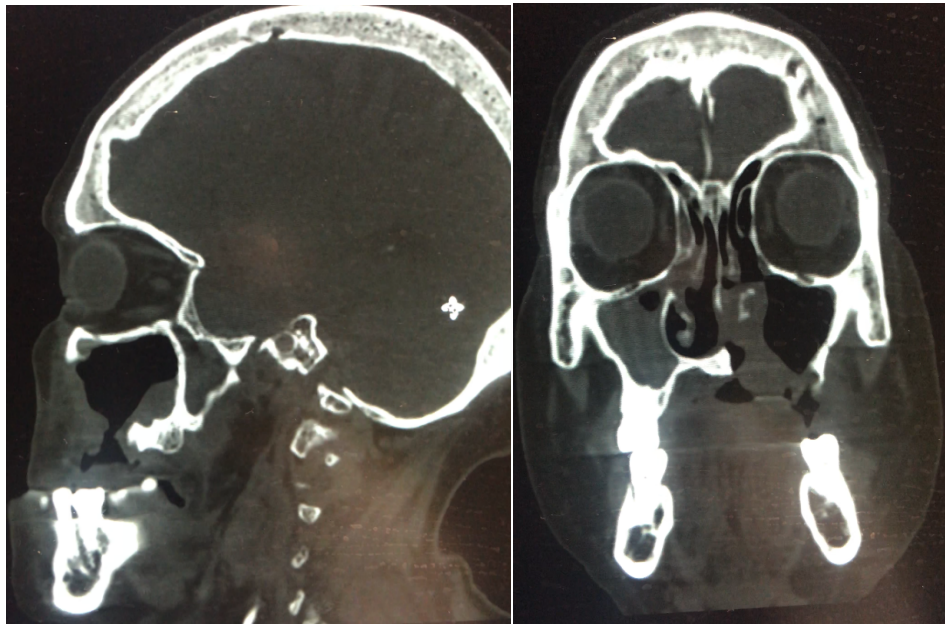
Tomografía computarizada de macizo facial post quirúrgica a hemixailectomía izquierda en corte sagital y coronal con ventana ósea donde se observa ausencia de maxilar izquierdo con comunicación oroantral postquirúrgica sin cambios de densidades óseas adyacentes. Fuente: archivo clínico ISSEMyM
